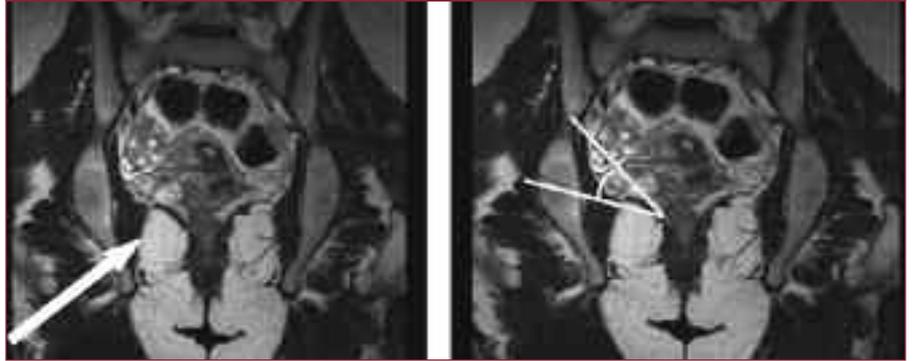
RM coronale: paziente incontinente con perineo discendente e perdita dell'angolo elevatore dell'ano
